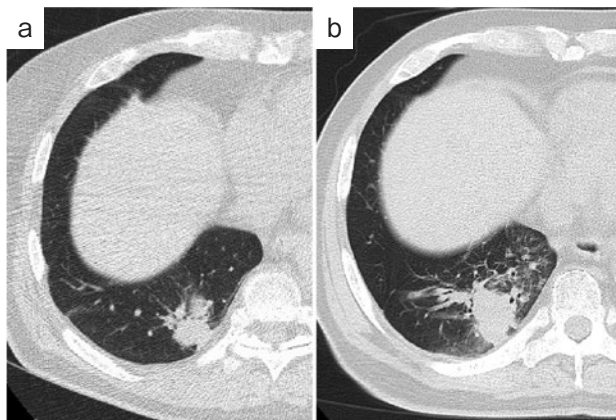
胸部CT検査所見. (a) オシメルチニブ開始時 (20XX年8月), (b) 入院時 (20XX年10月). 右下葉腫瘍影の増大を認めた.
